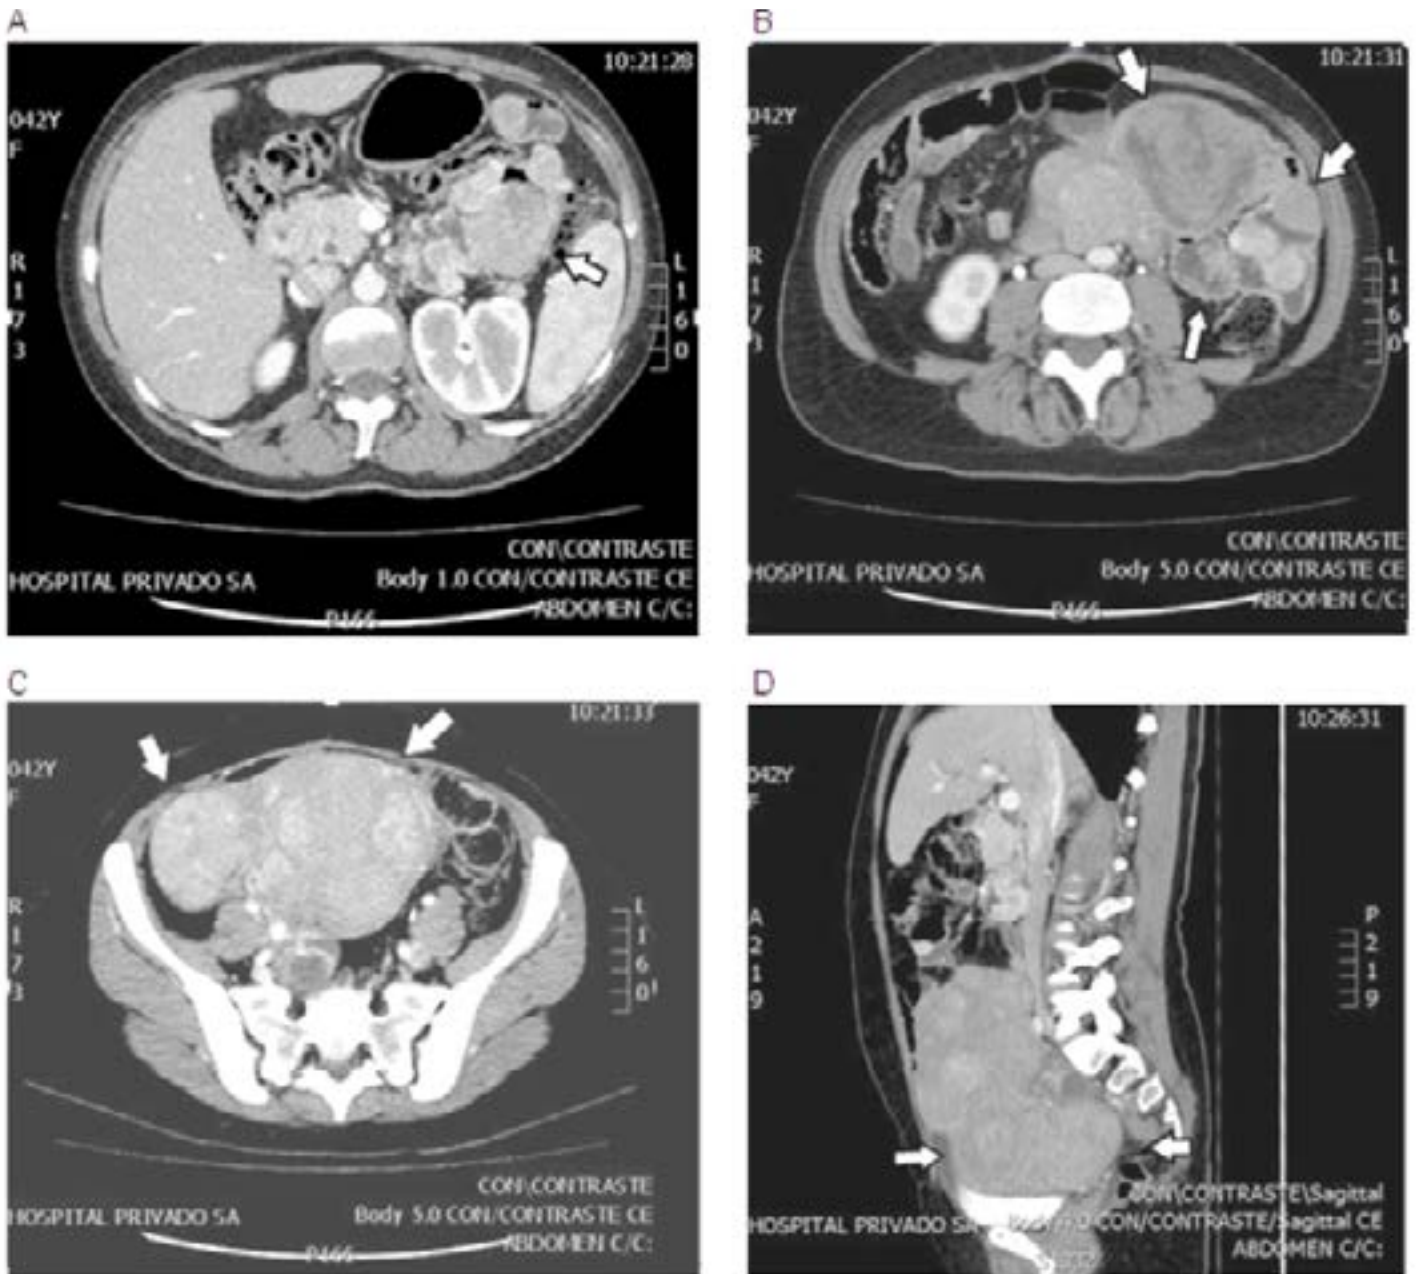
(A, B, C, D): TAC de abdomen y pelvis con contraste EV: Presencia de múltiples lesiones nodulares parietales (flecha) en el intestino delgado proximal y medio, hipervascularizadas, de diferentes dimensiones (la mayor alcanza 50 mm). Presencia de algunas adenopatías inespecíficas en la raíz del mesenterio. El informe de anatomía patológica sobre la biopsia de duodeno.
